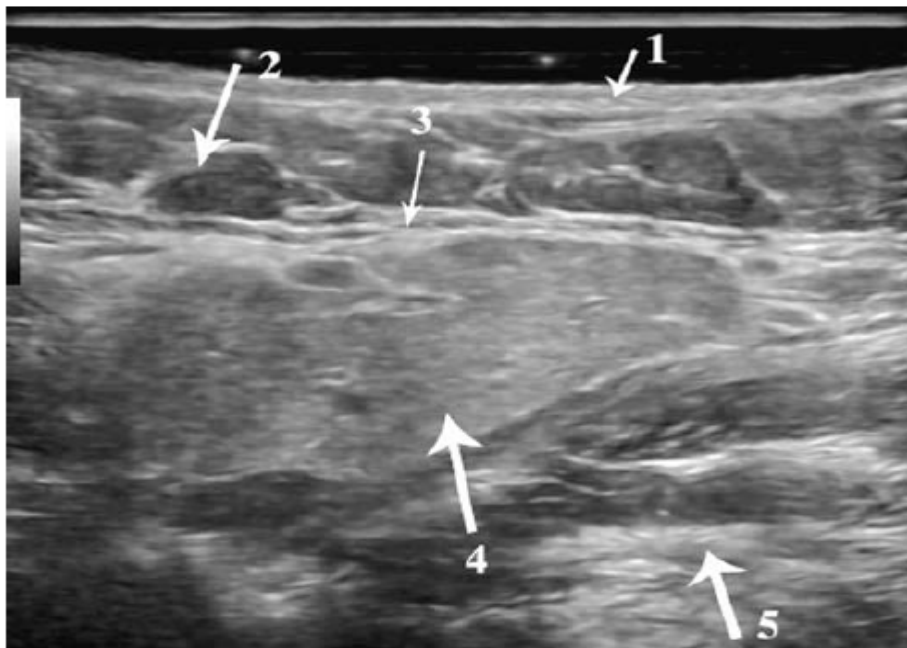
Échographie normale de la glande submandibulaire.
